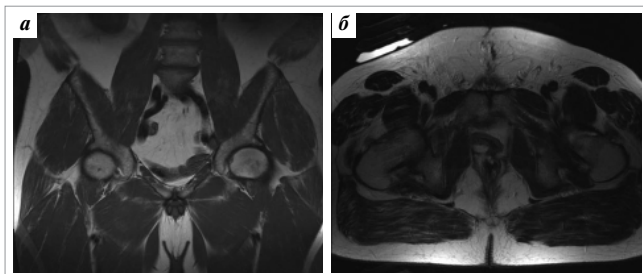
Контрольная МРТ того же больного. Визуализация области удаленных увеличенных подвздошных ЛУ (а) и ложа МП (б)
